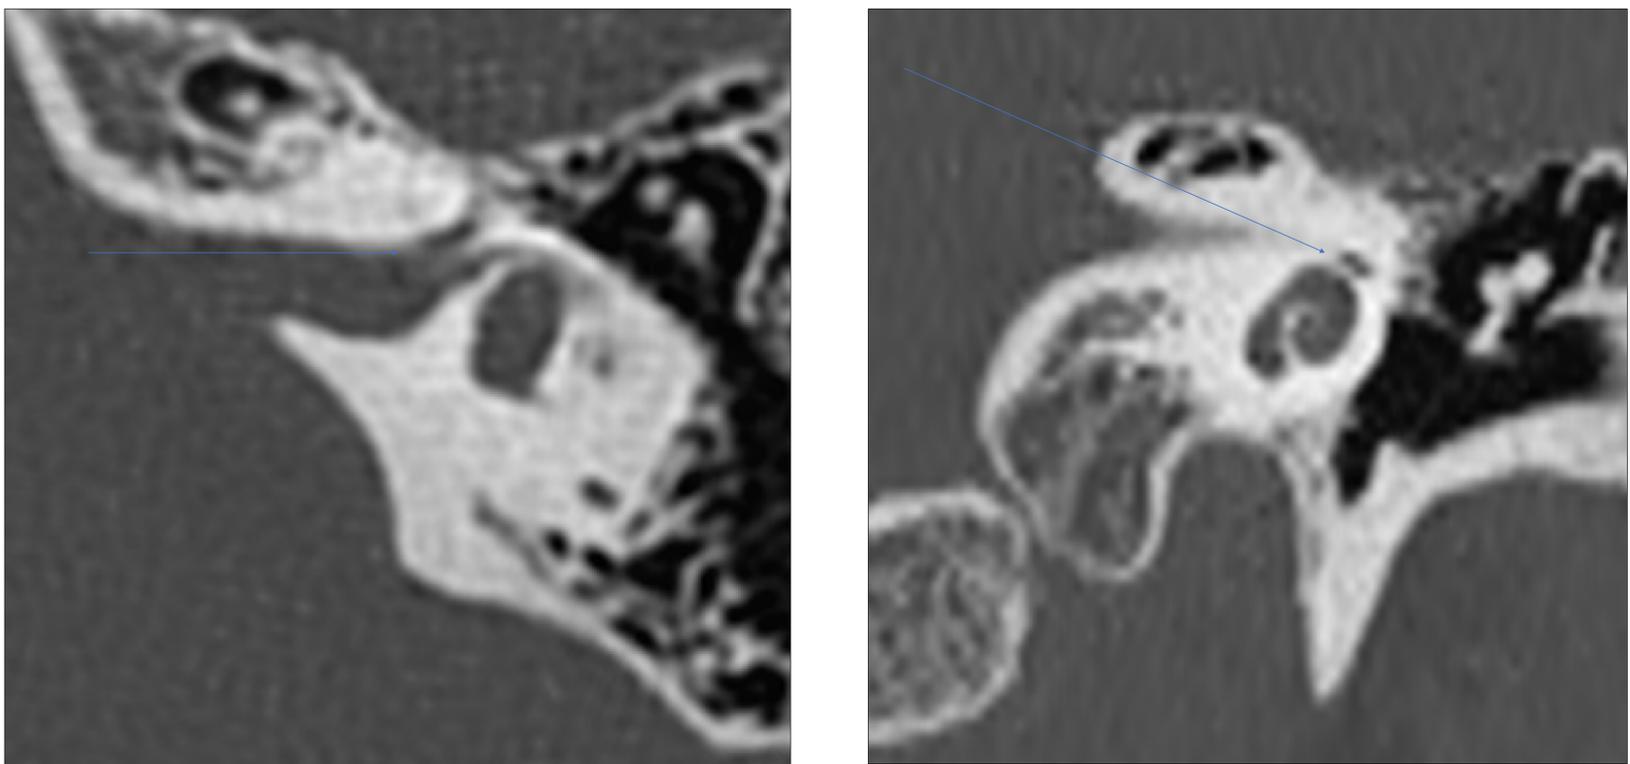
Imágenes de TC de oído en plano axial en las que señala la porción laberíntica del canal del nervio facial.
